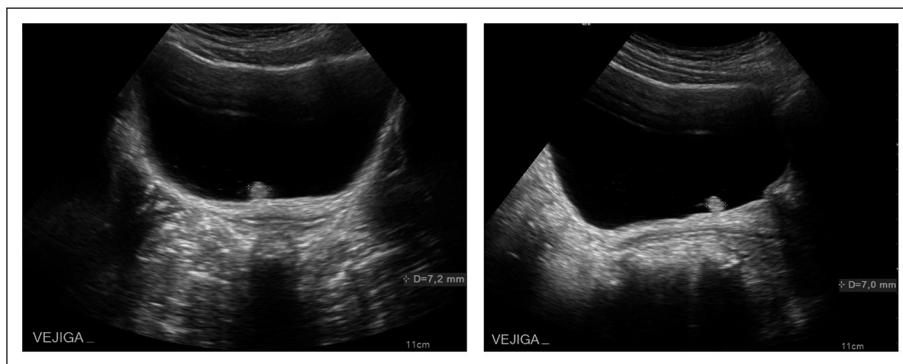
Ecografía vesical. Lesión ecogénica, polipoídea, endofítica, localizada en pared pótero-inferior vesical de 7 x 7mm.
